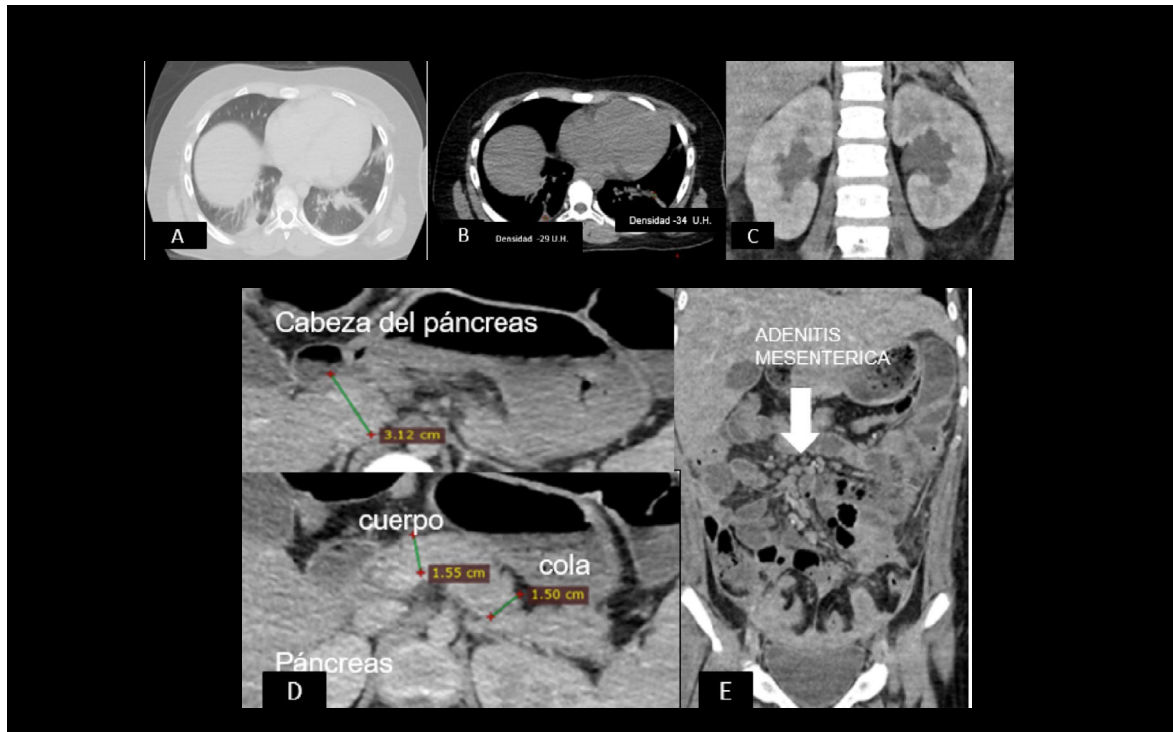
Tomografía Computada de tórax simple. Imágenes A y B) muestran una imagen subpleural en el segmento posterior del lóbulo derecho en vidrio despolido, línea intralobular en el segmento basal lateral y basal posterior del lóbulo inferior izquierdo, arterias dilatadas, signos radiológicos de Covid-19. C,D y E) La tomografía de abdomen simple y contraste intravenoso, muestra hidronefrosis leve bilateral, se observan adenomegalias ovoideas de tipo inflamatorio en mesenterio (flecha blanca) compatibles con adenitis mesentérica, páncreas de características normales.
